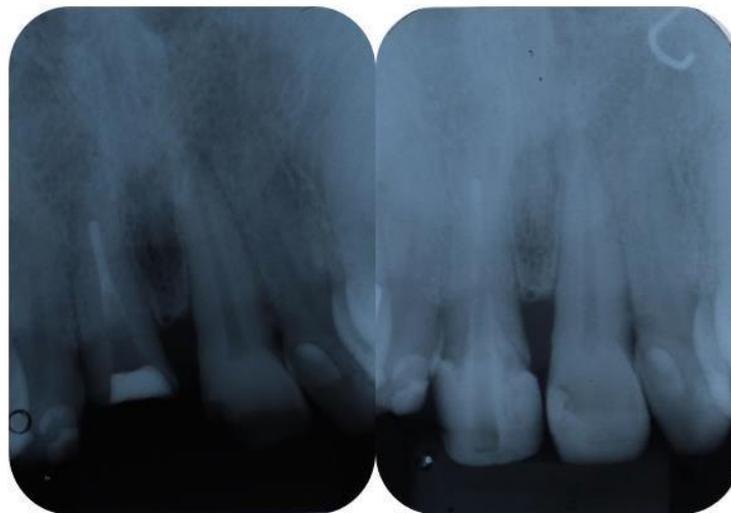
Radiografias periapicais antes e após a cimentação do retentor intrarradicular de fibra de fibra de vidro.
